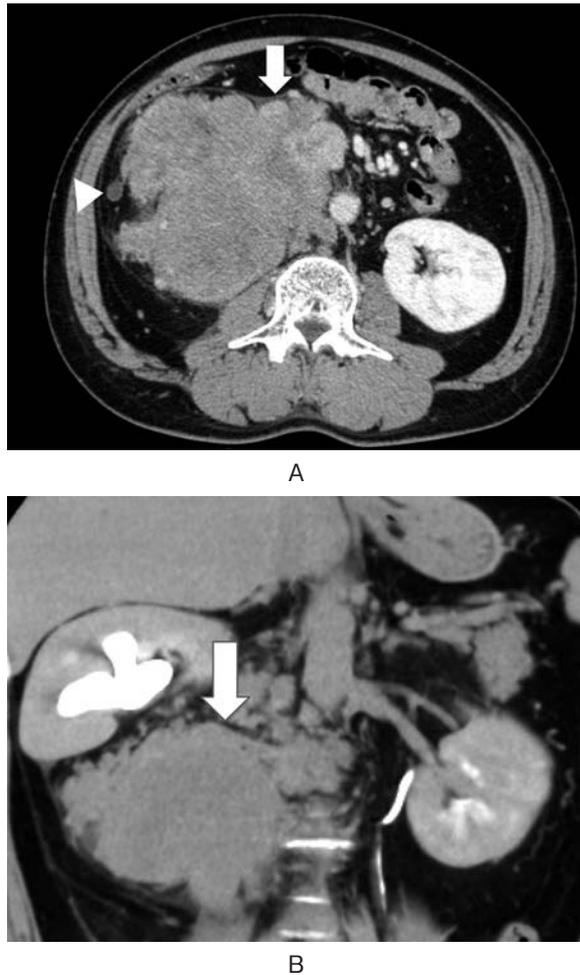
Abdominal contrast-enhanced CT: A) axial image: the tumor compressed both the inferior vena cava and ureter (arrow: inferior vena cava, arrow head: right ureter). B) coronal image.
